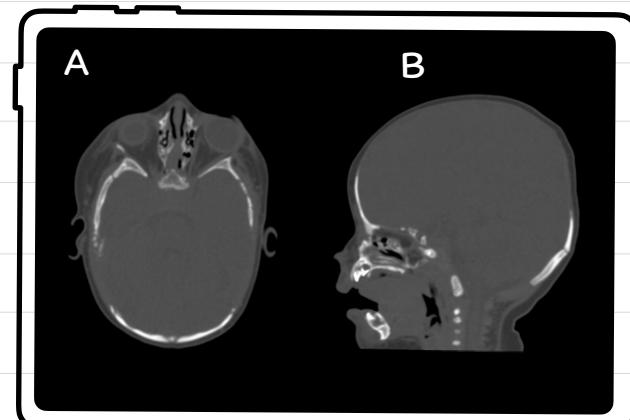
TAC simple de cráneo en ventana para hueso. A: Corte axial. B: Corte sagital
